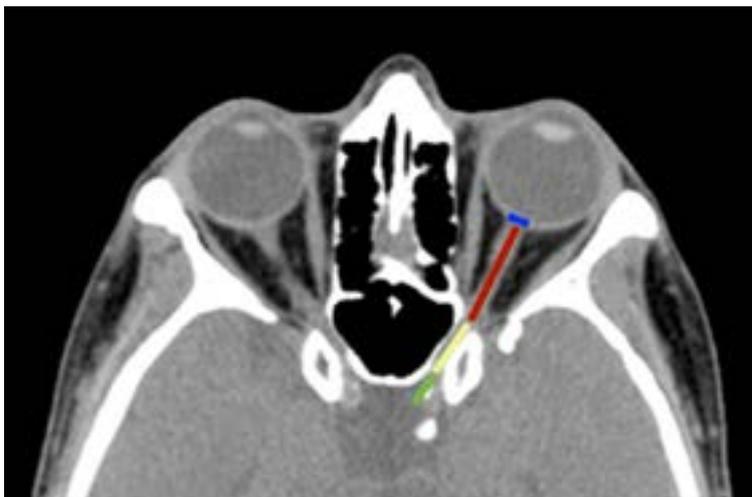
Imagen de tomografía computarizada en la que se observan las diferentes porciones del nervio óptico: intraocular (azul), intraorbitaria (rojo), intracanalicular (amarillo) e intracraneal (verde).
